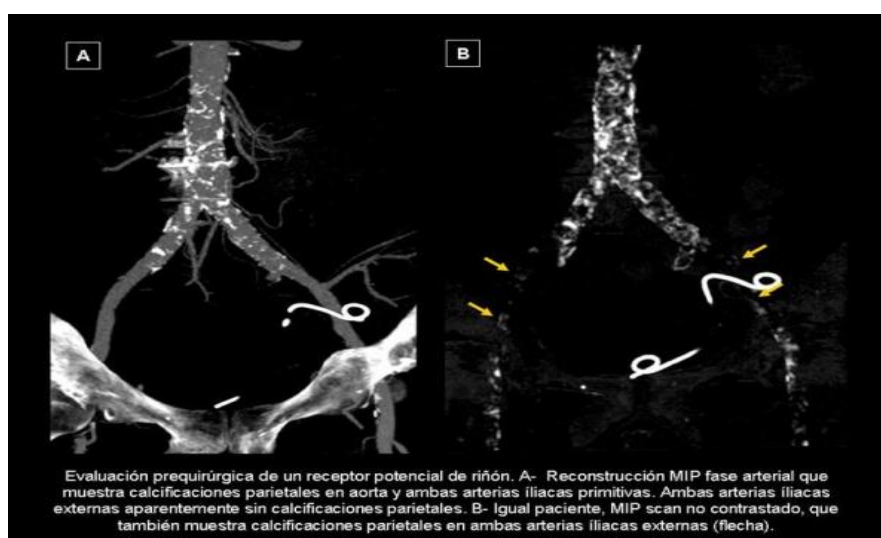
Angio TC preoperatorio
